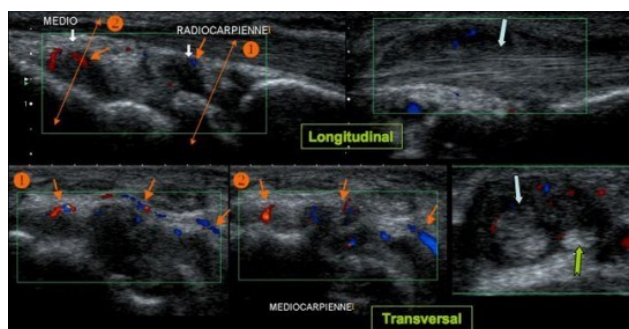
Echographie ostéoarticulaire chez une femme 56 ans, poignet douloureux, bilan radiographique normal: épanchements médio et radio carpiens avec synovite (orange) doppler +, ténosynovite des tendons long abducteur (bleu) et du court extenseur du pouce (vert).
